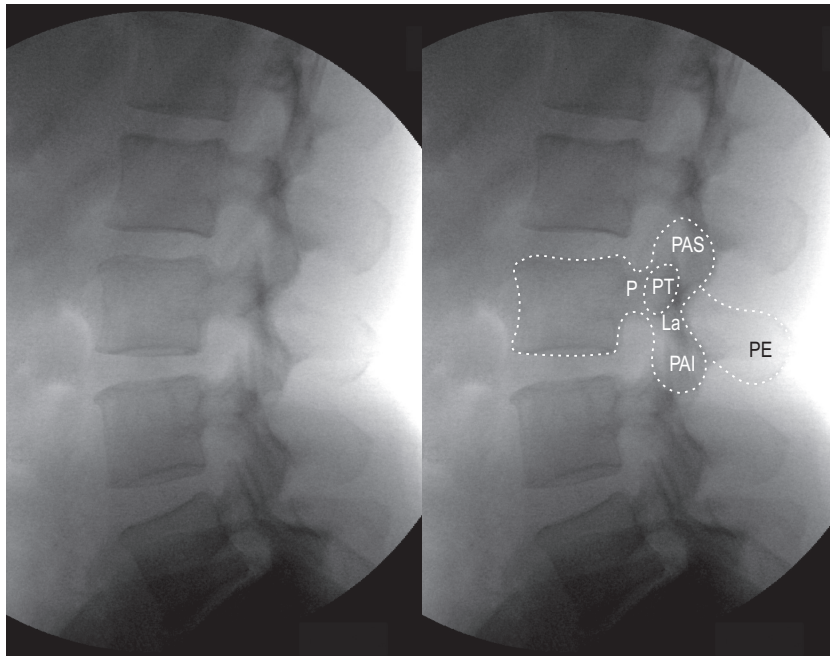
Radiographie latérale du rachis lombal sur lequel le contour de la vertèbre L3 a été tracé. La : lame ; P : pédicule ; PAI : processus articulaire inférieur ; PAS : processus articulaire supérieur ; PE : processus épineux ; PT : processus transverse.
